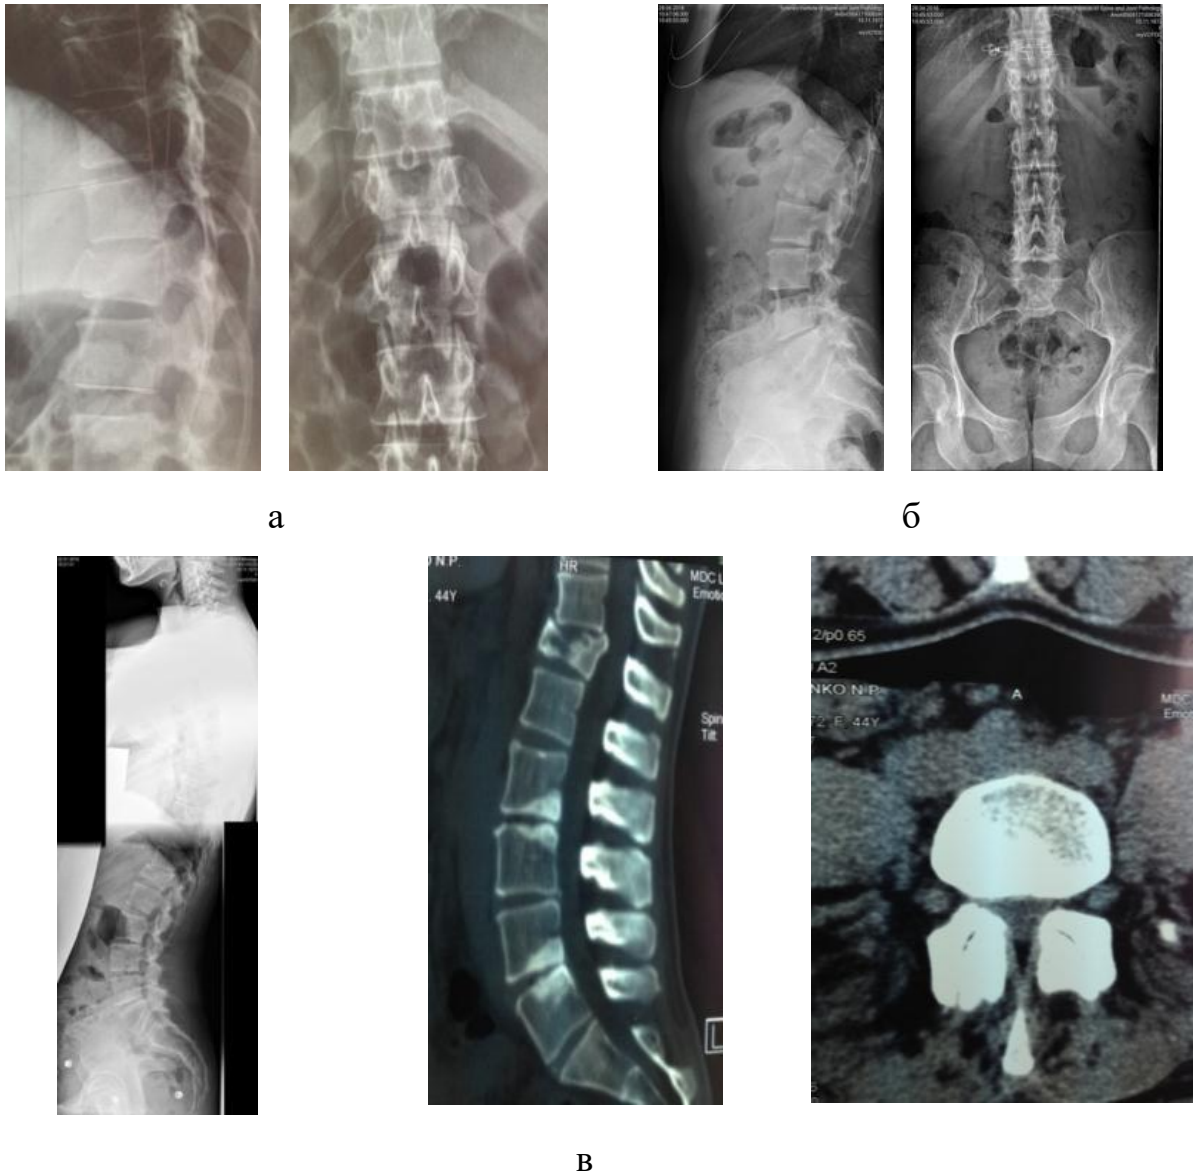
Рентгенограми та томограми хворої О., історія хвороби № 81157 після консервативного лікування.: а) після травми величина кифотичної деформації 10° б) через 3 міс. після травми 18° в) через 3 роки після травми формуванням компенсаторного гіперлордозу (PI–LL — 15°)
